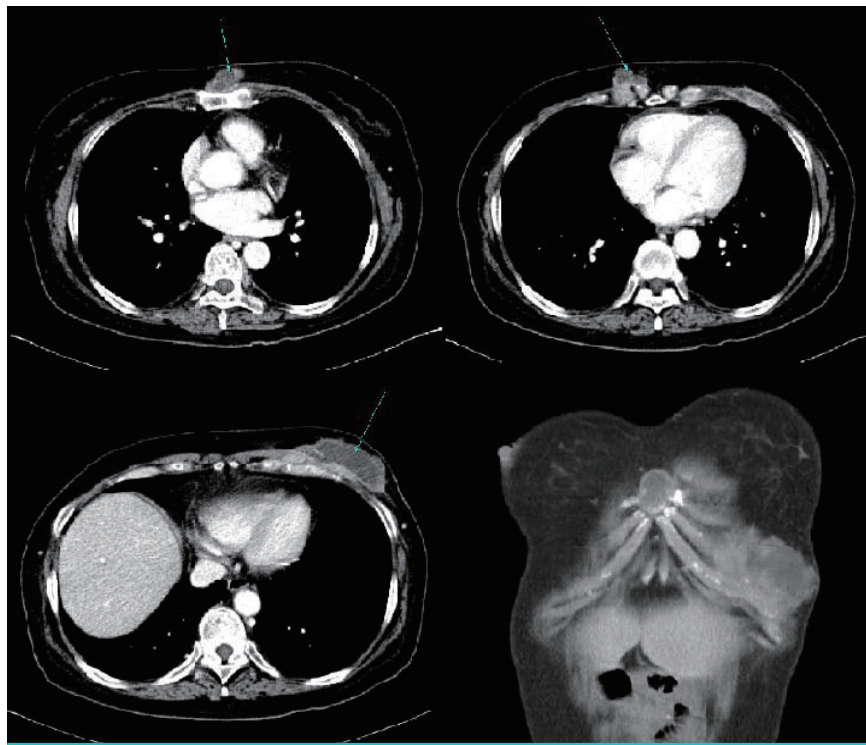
Initial contrast-enhanced CT scan shows multiple subcutaneous abscesses involving the anterior chest (An abscess measuring 8.0×6.4×5.4 cm just below the left breast, an abscess measuring 3.0×1.7 cm adjacent to the right xiphoid process, and an abscess measuring 3.6×2.5 cm attached to the sternum).
